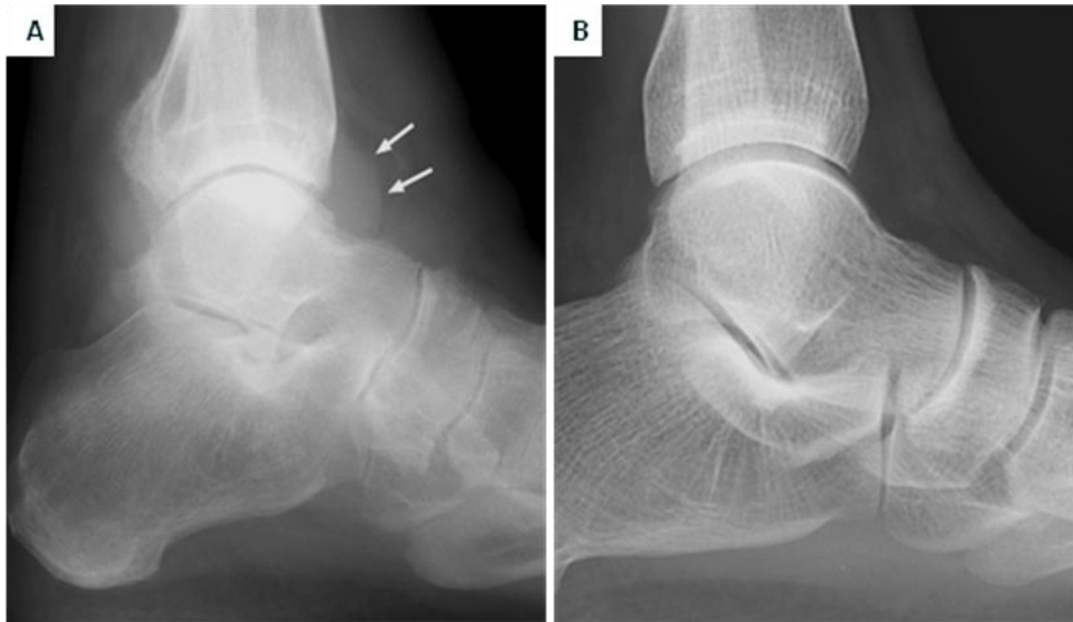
39. A. Radiografía lateral que demuestra un derrame articular. La distensión del receso anterior causa una sombra con densidad agua que tiene forma de lágrima (flechas). La distensión del receso posterior desplaza la grasa yuxtaarticular. B. Radiografía lateral de tobillo normal.
